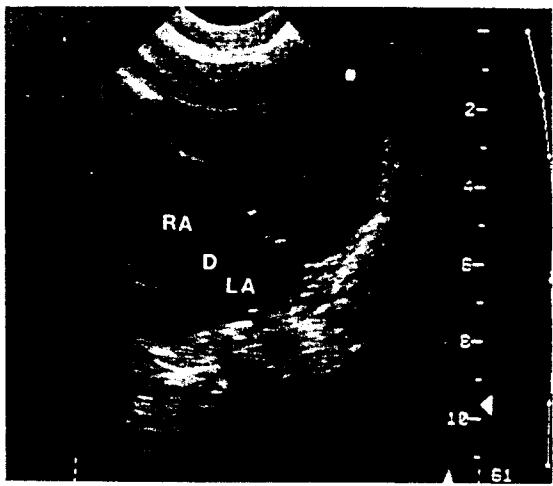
술전 심초음파 소견(apical four chamber view) 우심방의 확장과 심방중격 결손을 보인다.
